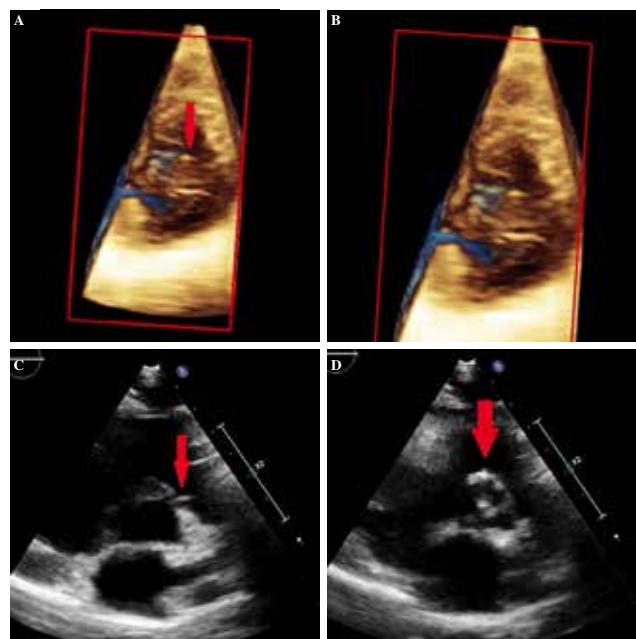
(A) 3D and 2D Echocardiographic view of ostetal stenosis in right coronary artery and aortic valve sclerosis. (B) 3D and 2D Echocardiographic view of ostetal stenosis in right coronary artery and aortic valve sclerosis. (C) 3D and 2D Echocardiographic view of ostetal stenosis in right coronary artery and aortic valve sclerosis. (D) 3D and 2D Echocardiographic view of ostetal stenosis in right coronary artery and aortic valve sclerosis.
